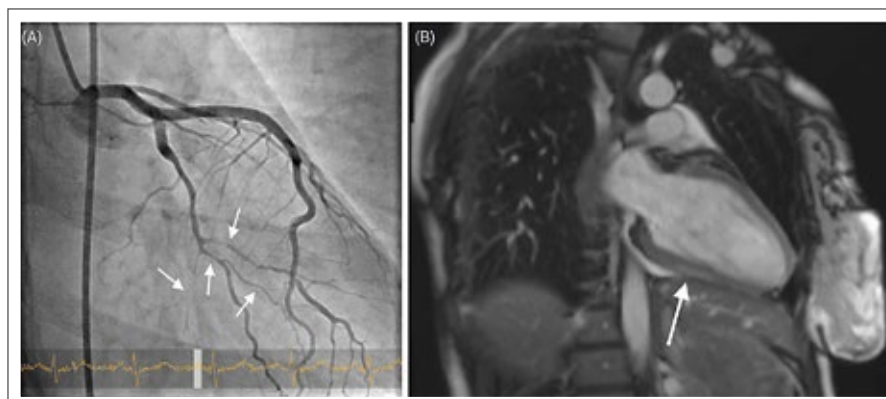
Panel A: Coronary angiogram. White arrows indicate type 2a dissection (the most common type with a diffused narrowed artery) in the circumflex artery and type 4 dissection (complete vessel occlusion) of the marginal branch. Panel B: Heart-MRI with T2-Mapping: the white arrow indicates small ischemic scars.
